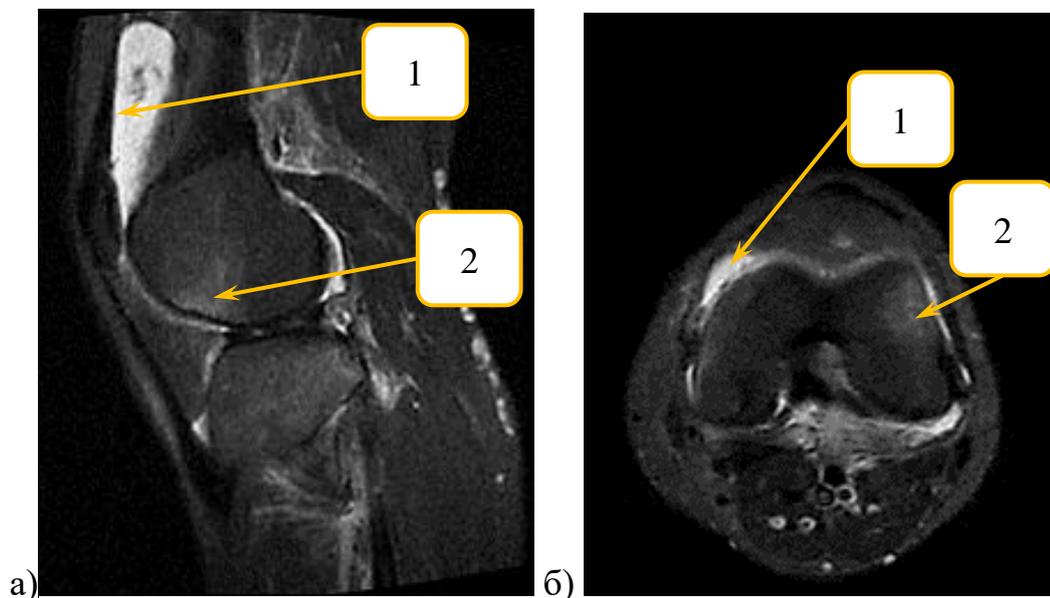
МРТ коленного сустава военнослужащего К., 25 лет (ИБ № 235) с острым разрывом ПКС, а) сагиттальная плоскость, б) аксиальная плоскость (1– гемартроз; 2 – контузионные изменения латерального мыщелка бедренной кости).
